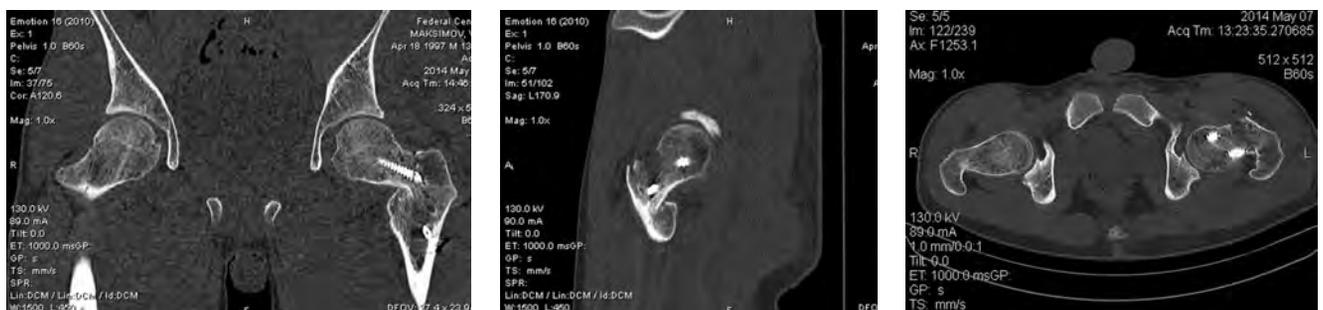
КТ тазобедренных суставов пациента М. после повторной травмы
